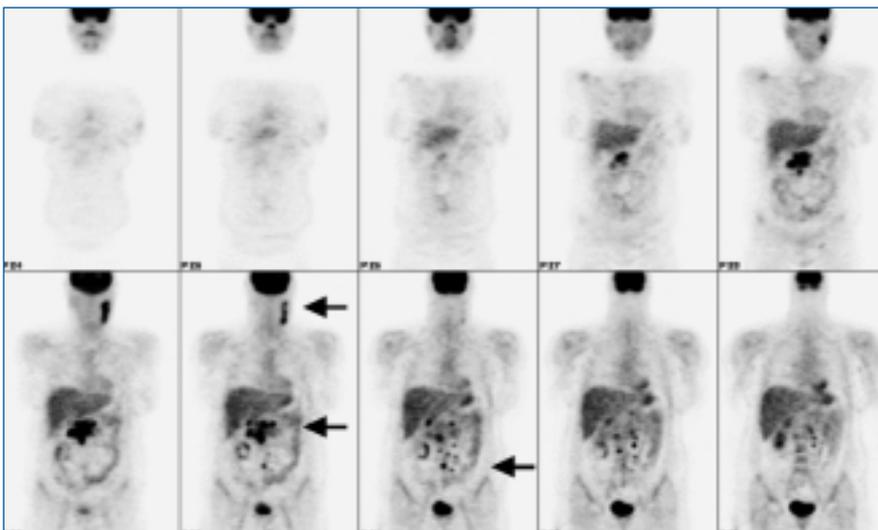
Zentroblastisches NHL mit bekannter Manifestation links cervical, in der PET Nachweis ausgedehnter Tumorherde auch intraabdominell, hierdurch Up-Staging von Stadium I zu Stadium III
